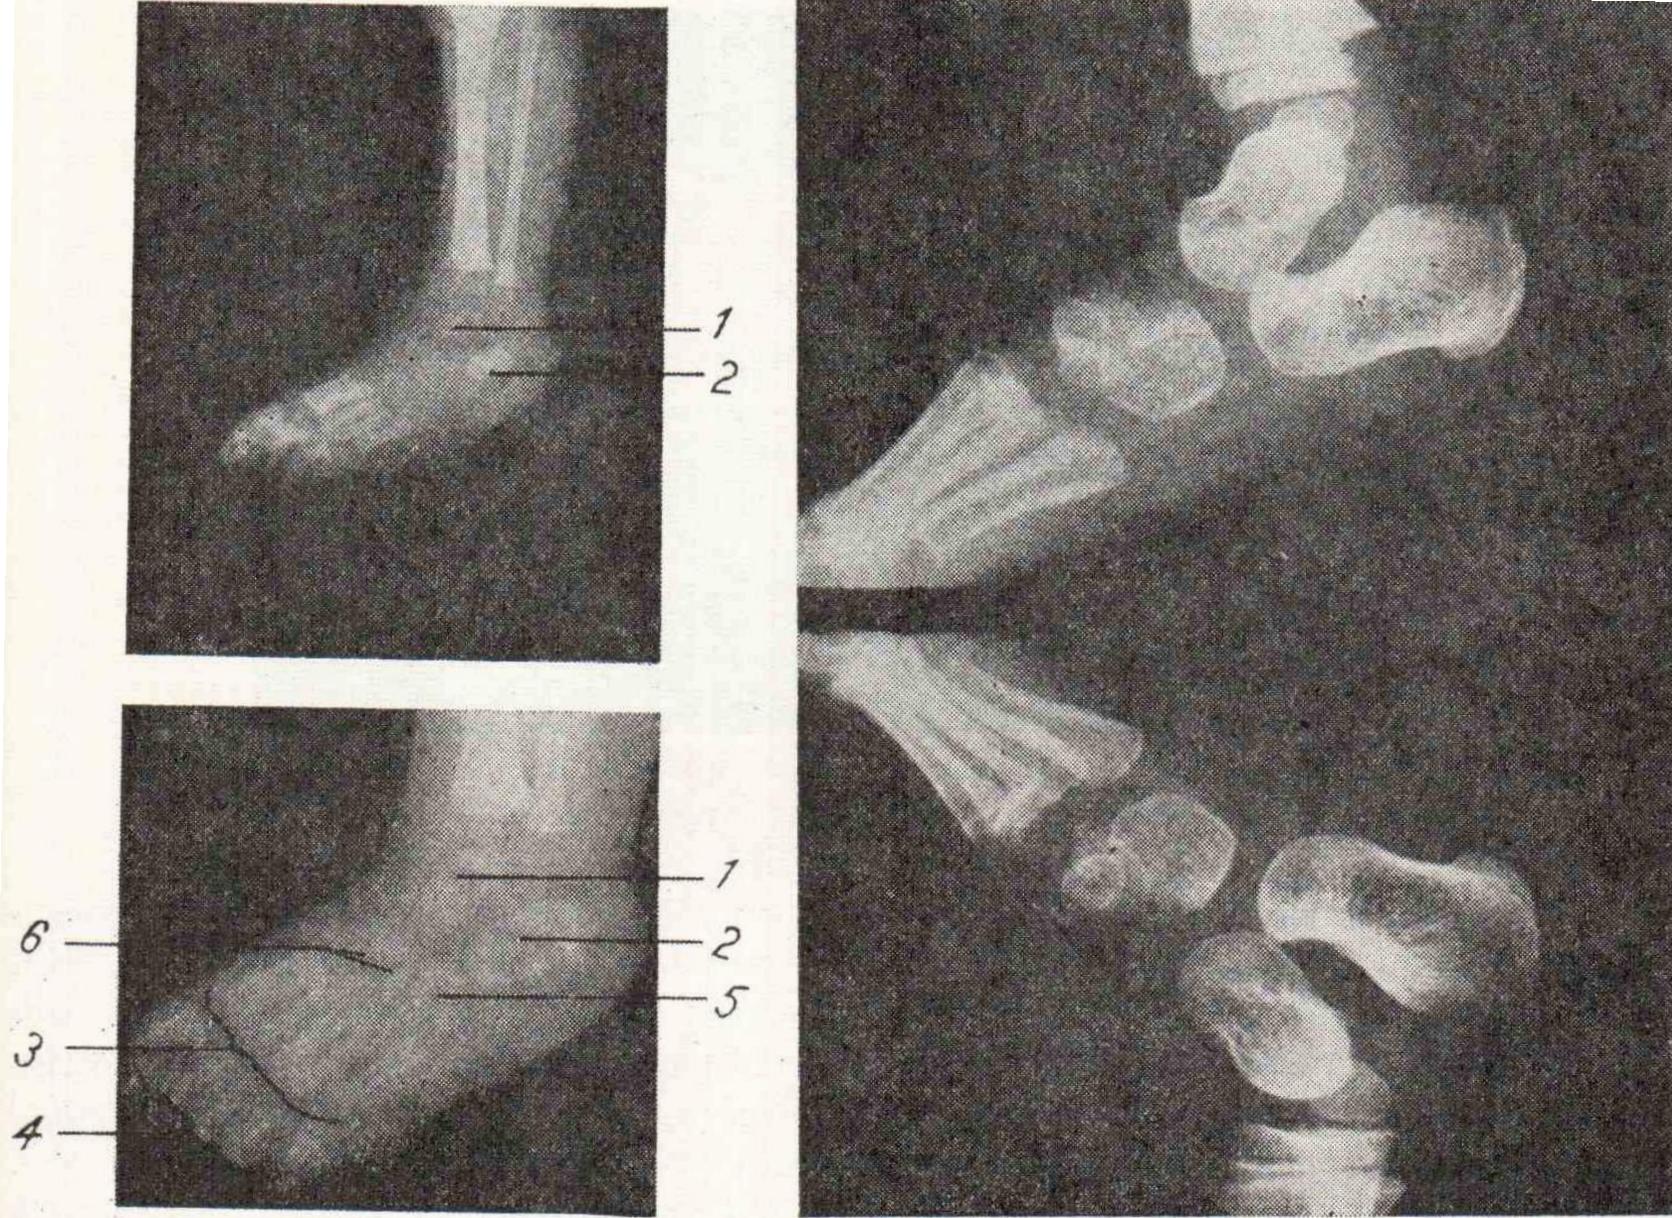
Рентгенограмма костей стопы.
